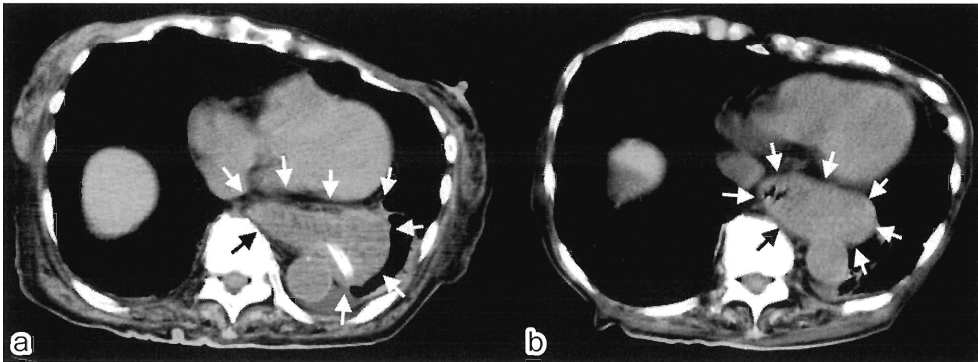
Computed tomography of the chest at nearly the same level before (a) and after PEG (b)
